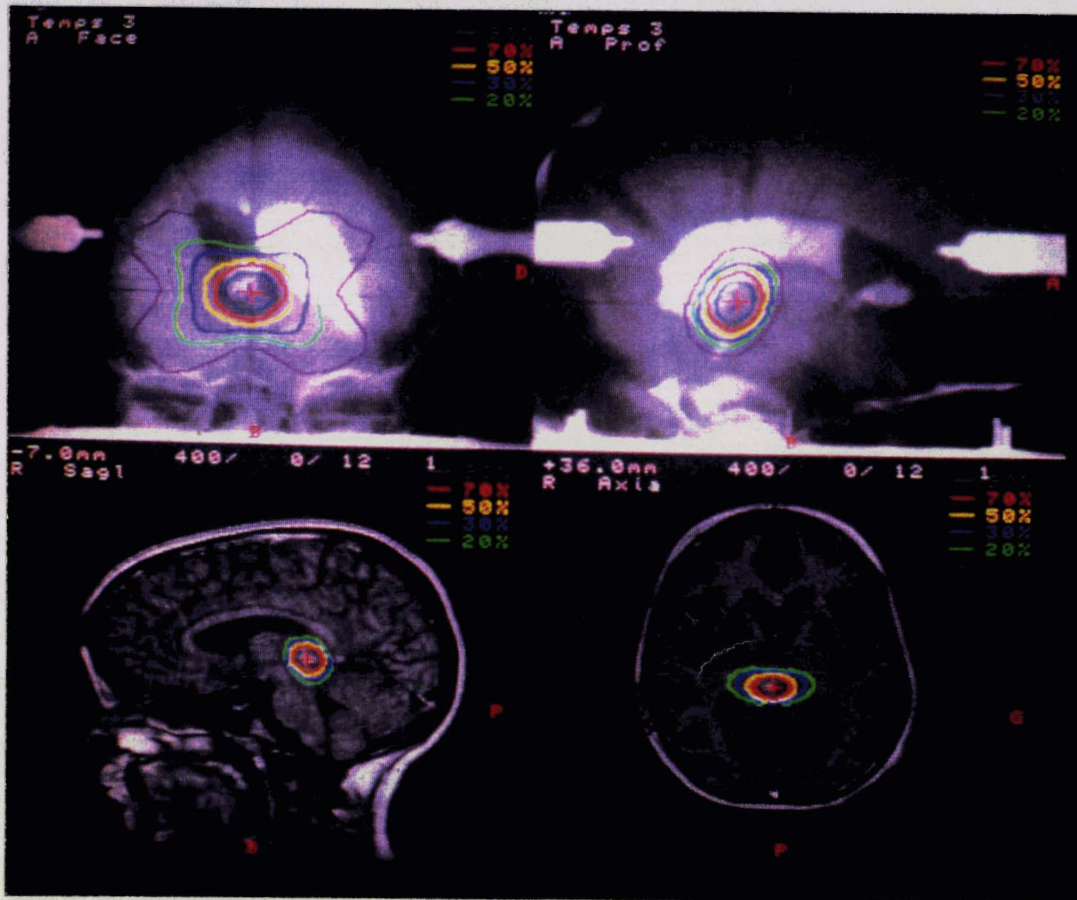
Report des contours des isodoses sur les images stéréotaxiques et RMN
